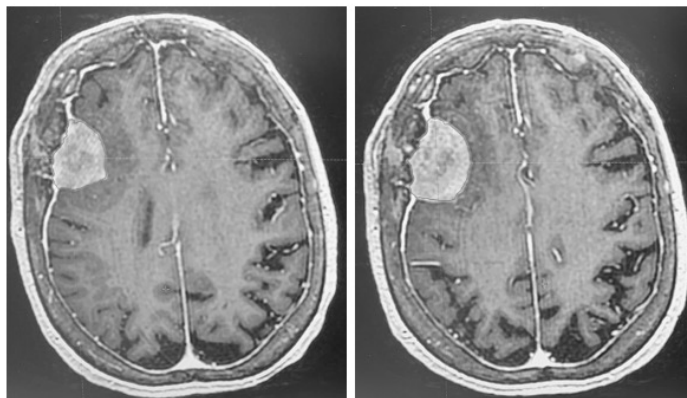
Crecimiento significativo de un meningioma de convexidad con hiperostosis reactiva y edema peritumoral. Imágenes axiales de estudios de RM (T1 con contraste) separados 28 meses.
